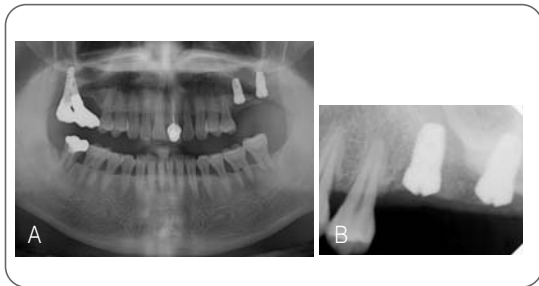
Orthopantomograph(A) and periapical radiograph(B) after implants placement.
